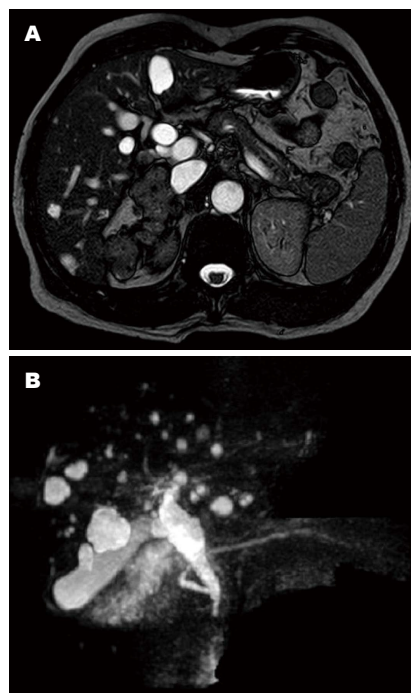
MRI及MRCP结果。A: MRI显示肝实质内见多发大小不等的类圆形长T1信号, DWI示部分高信号, 动态增强后未见明显强化, 与肝内胆管末端似是相连; B: MRCP显示胆总管下端狭窄, 上游胆管明显扩张, 肝内胆管末端见类圆形信号。MRI: 磁共振成像; MRCP: 磁共振胰胆管成像。
